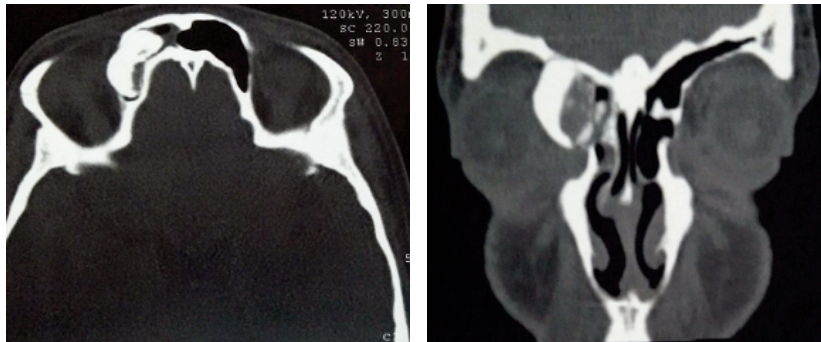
TDM en coupe axiale et coronale montrant l'ostéoblastome frontale extension intra orbitaire.
